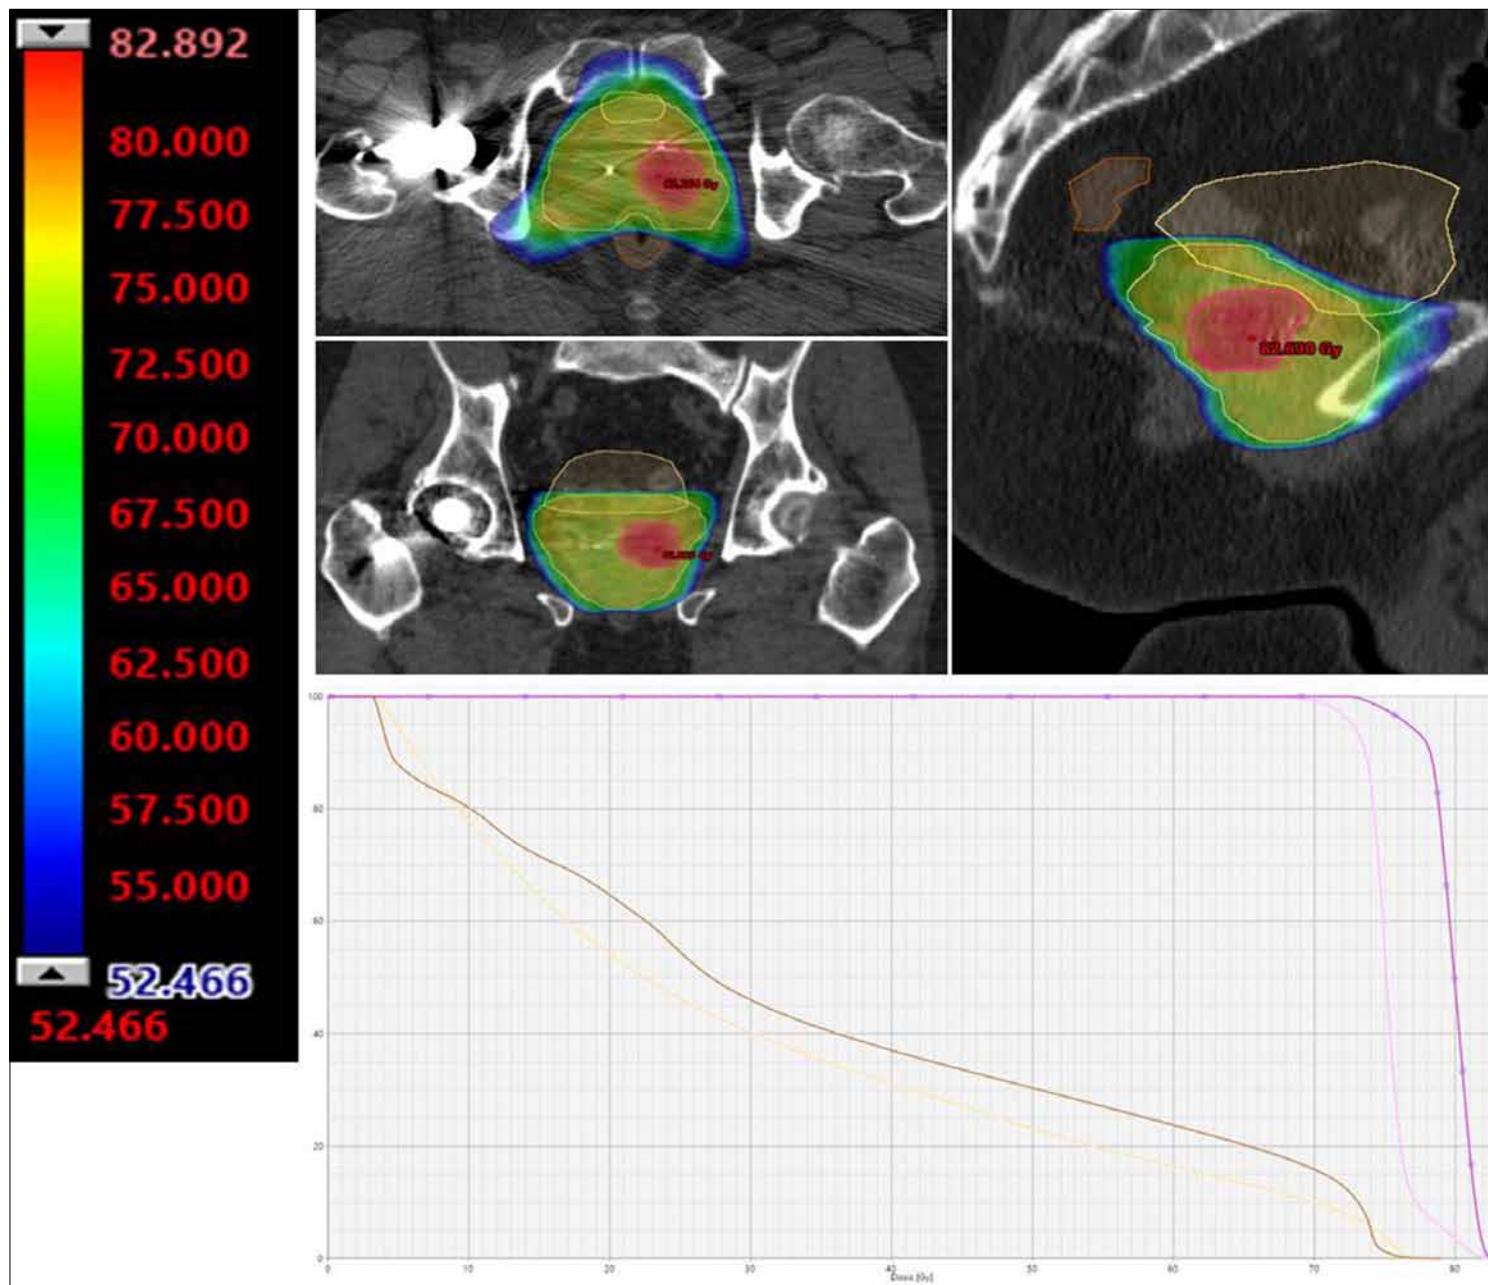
exemplarily shows the dose distribution using focal dose escalation applied via external beam radiotherapy in axial, coronal and sagittal planes (top). GTV-PET (using 30% SUV-max) and GTV-MRI were co-registered and the union of both GTVs + a margin of 4mm was used as boost volume. Organs at risk shown are bladder (yellow) and rectum (brown). The corresponding dose volume histogram (bottom) shows dose distribution for bladder (yellow), rectum (brown), whole prostate (pink) and the boost volume (purple). Please notice the prosthesis in the right femur which affects the RT planning process.
